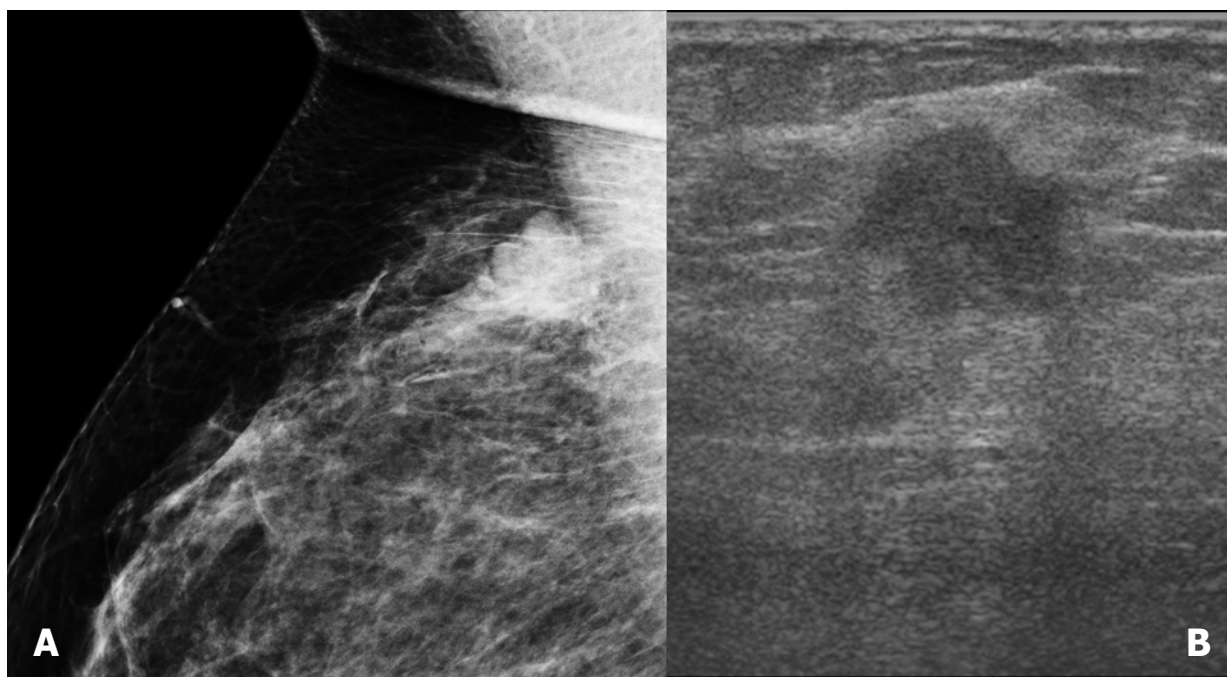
Paciente de 32 años con antecedentes familiares de CM y tumoración palpable en CSE de mama izquierda. A: Mamografía oblicua-lateral izquierda magnificada: nódulo mal definido de contorno microlobulado. B: Ecografía: nódulo de 1,8 cm. de contornos angulares. La BAG ecoguiada demostró un Carcinoma Ductal Infiltrante grado III con inmunofenotipo basal.
